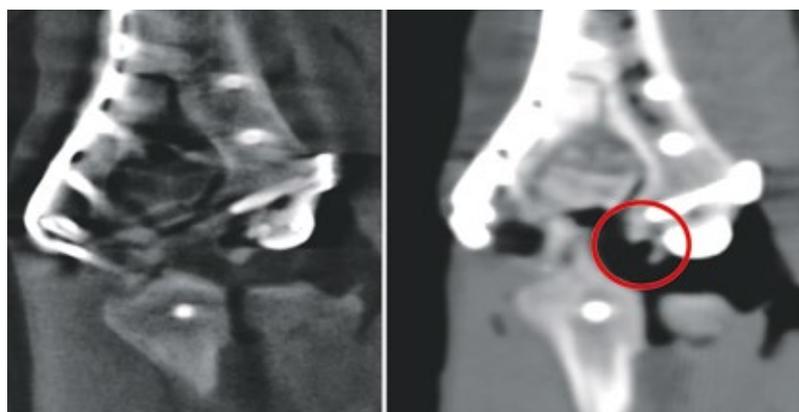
In der intraoperativen 3-D-Bildgebung (links) ist durch Metallartefakte die Beurteilung stark erschwert. In der intraoperativen CT-Diagnostik zeigt sich die Impression der Gelenkfläche (roter Kreis).
